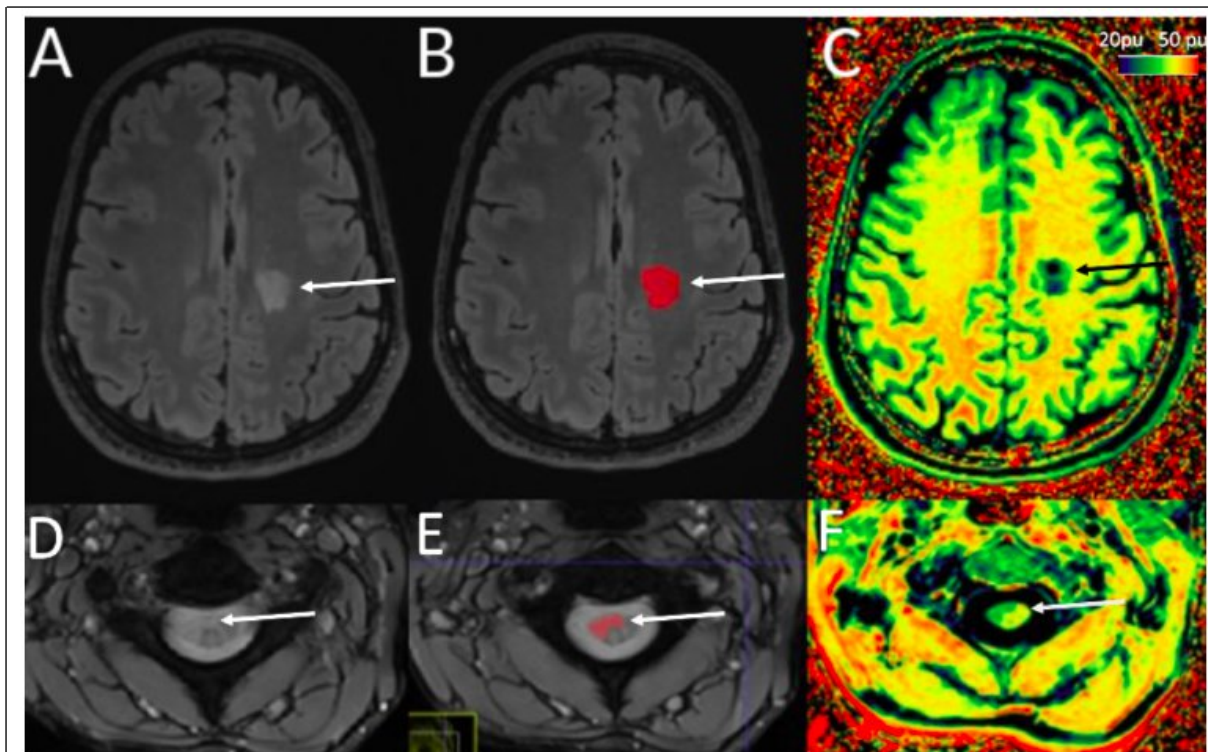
Exemple d'une lésion SEP dans le cerveau (1ere ligne) et la moelle épiniere d'un patient. Colonne 1 : coupe axiale d'une séquence anatomique (FLAIR pour le cerveau, T2*w pour la moelle). Colonne 2 : idem que Colonne 1 avec la lésion délimité en rouge. Colonne 3 : cartographie de MTR associé. Plus les couleurs sont chaudes (resp. froides), plus la valeur de MTR est forte (resp. faible). Extrait de la thèse de médecine d'Alice Dufey lié à des travaux effectués au sein de l'équipe Empenn.
